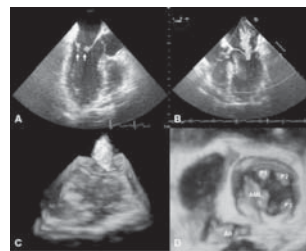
Two-dimensional transesophageal echocardiography revealing mitral valve verrucous vegetations on the atrial surfaces of valve leaflets (A) and severe mitral regurgitation (B). Three dimensional full volume colour Doppler TEE confirming severe mitral regurgitation (C) and 3D full volume TEE showing the posterior mitral valve as three separated parts (D).Ao, aorta, AML, anterior mitral valve
